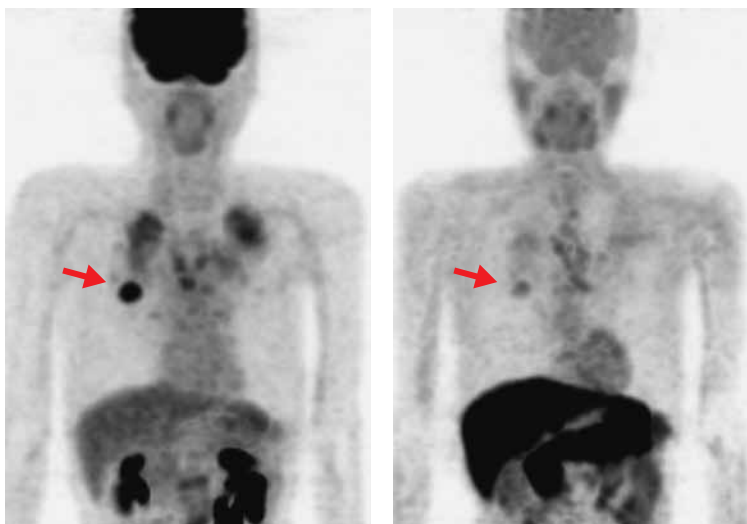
症例2 FDG-PET（左）では右中肺野の結節に強い集積が見られる。
